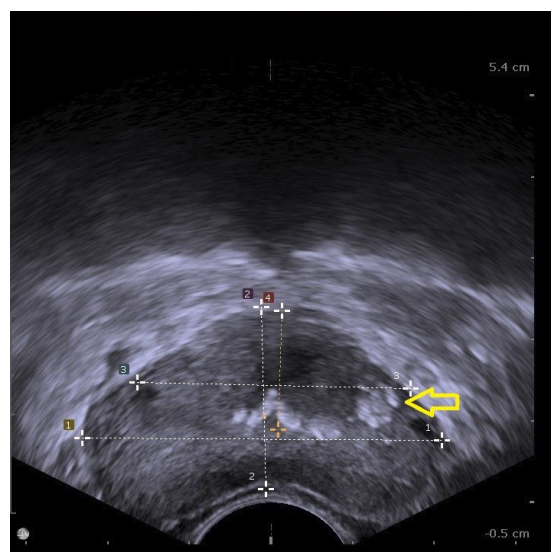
經直腸超音波顯示左側攝護腺有一團鈣化，經切片證實為攝護腺癌
